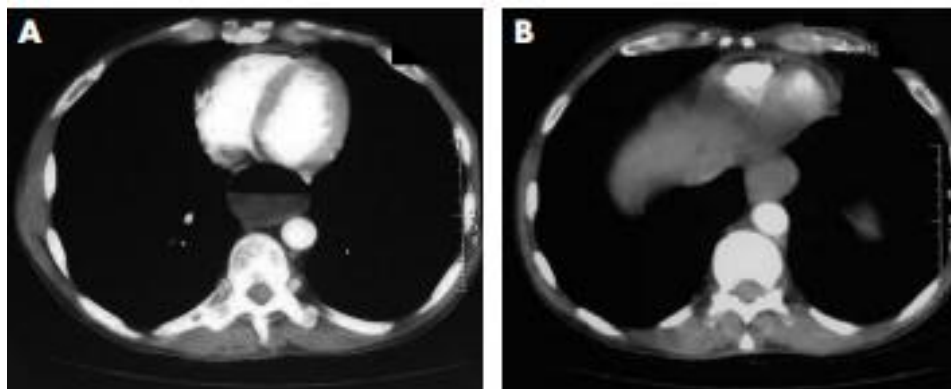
Tomografía computarizada. Pseudoacalasia. A. Dilatación esofágica en el tercio inferior del esófago. B. En cortes más distales se observa la obliteración de la luz esofágica por un tumor del cardias. (Tomada de Josep M, autor, Estrategia Diagnóstica.España, 2009. pág.16)
